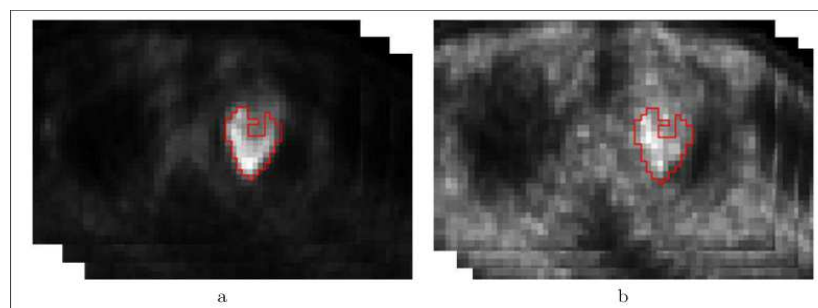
Quelques tranches des deux types d'acquisition de deux tranches Thorax-TAP : (a) $^{18}\text{F-FDG}$, (b) $^{18}\text{F-FMISO}$. Le contour de la tumeur du thorax est représenté en rouge.
